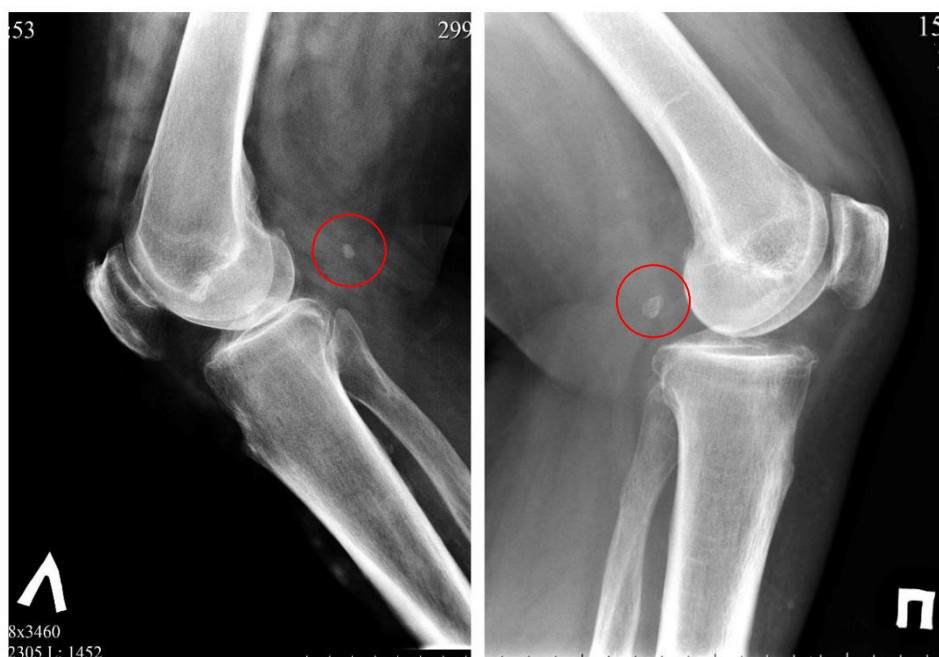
Фабелла на боковой рентгенограмме коленного сустава (обозначена кружком)
